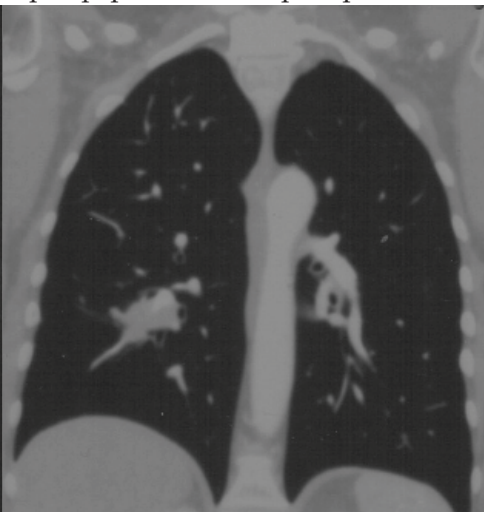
СКТ ОГП больной А.
